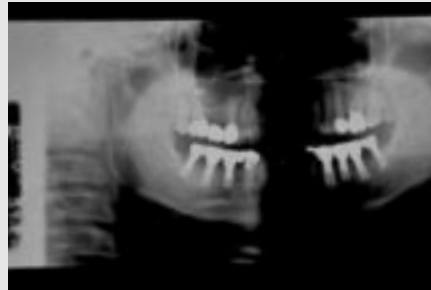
Orthopantomograph (1994년 9월)
